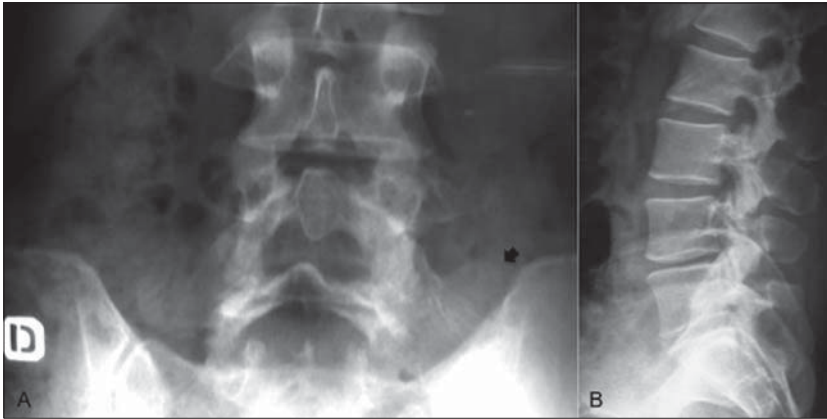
Radiografía de la columna lumbosacra: A, Rx. Anteroposterior, muestra la mega-apófisis de la vértebra transicional (indicado por flecha) apoyada en el ala sacra. B, Rx. Lateral muestra el disco rudimentario Trans-sacro y disminución del espacio articular L5-Trans.
